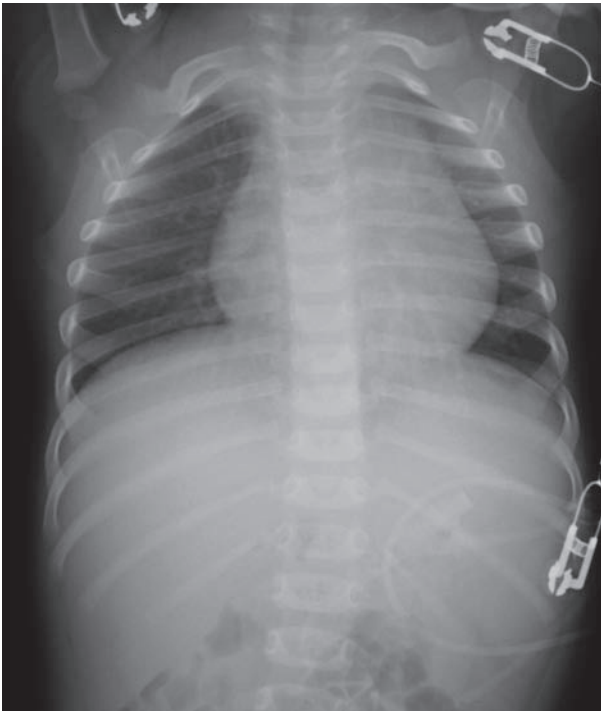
Chest X-ray demonstrated mild cardiomegaly and normal pulmonary blood flow.
